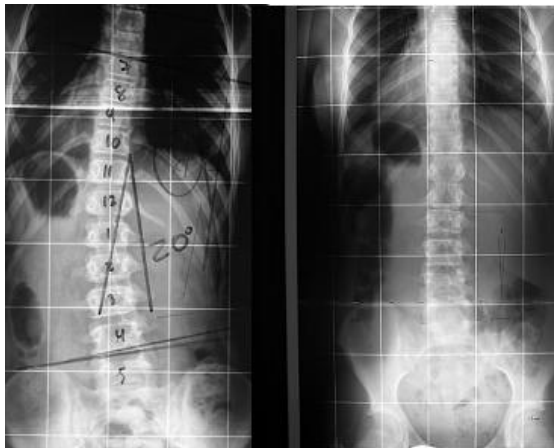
Radiografía que simula una escoliosis de 20° al estar realizada con una inclinación de la columna de este escolar (FALSA ESCOLIOSIS). A la derecha, la radiografía en su postura habitual sin “torcerse” en la sala de rayos.
